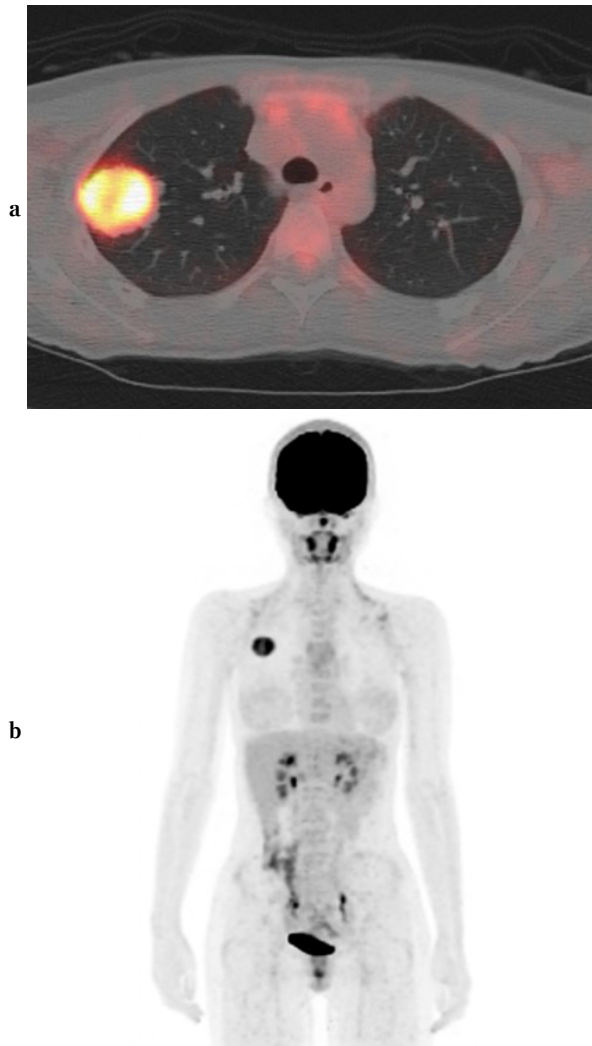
(a) FDG-PET/CT showed an increased FDG uptake in the mass (SUVmax: 7.7). (b) There was no abnormal FDG uptake suggesting lymph node metastasis or distant metastasis.
